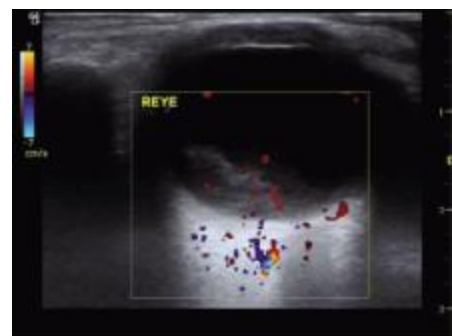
Ultrasonographic features of choroidal melanoma
